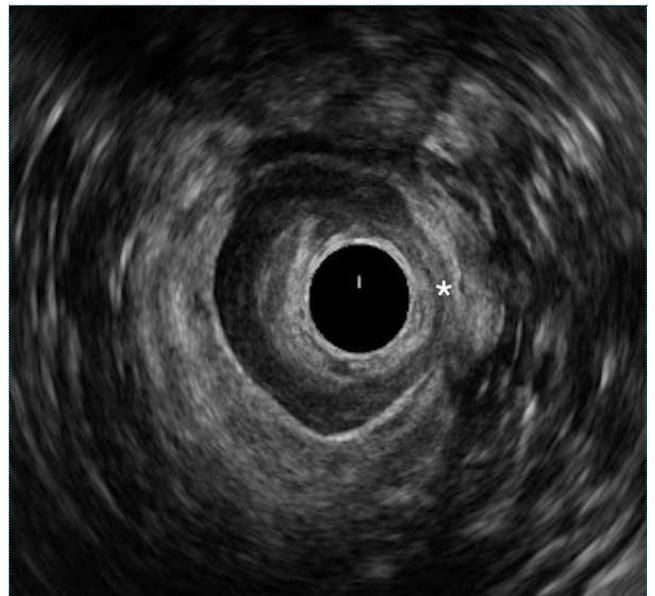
Ecografia endoanal com imagem de laceração do esfíncter anal interno de causa cirúrgica (*).
